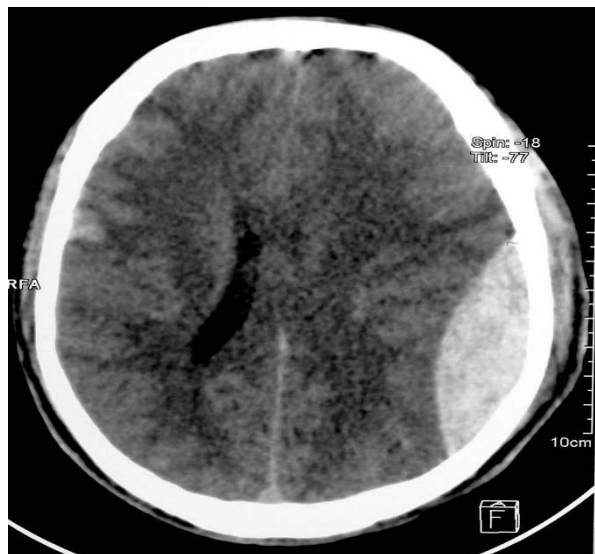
TDM cérébrale en coupe axiale montrant un hématome extradural pariétal gauche exerçant un effet de masse sur le ventricule latéral homolatéral. Notez l'aspect classique de la collection juxta-osseuse hyperdense en lentille biconvexe.
